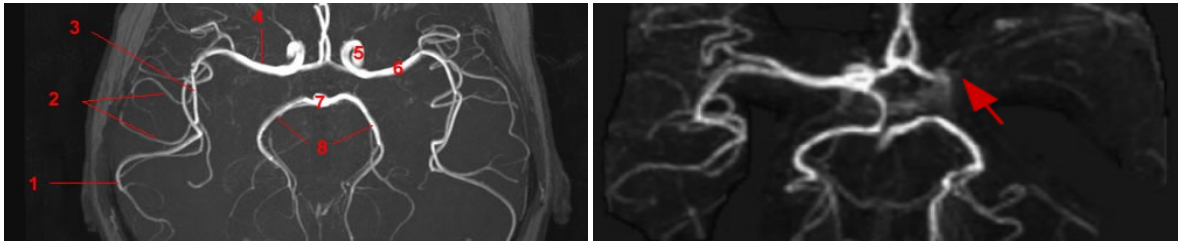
(Gauche) Angiographie IRM par temps de vol sur sujet sain avec : 1. Artère cérébrale moyenne droite (segment M4), 2. Artère cérébrale moyenne droite (segment M3), 3. Artère cérébrale moyenne droite (segment M2), 4. Artère cérébrale moyenne droite (segment M1), 5. Artère carotide interne gauche, 6. Artère cérébrale moyenne gauche, 7. Tronc basilaire, 8. Artère cérébrale postérieure. (Droite) Angiographie IRM par temps de vol sur patient atteint d'un AVC avec une occlusion de l'artère cérébrale moyenne gauche.
